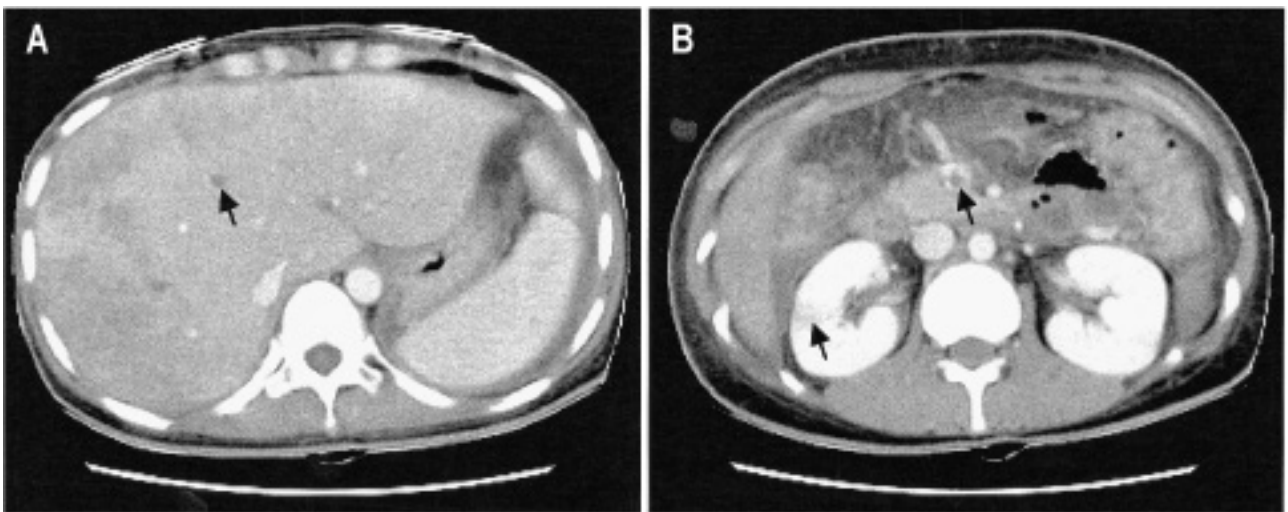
Abdomino-pelvic CT. Abdomino-pelvic CT shows diffuse inflammatory or infiltrative process involving liver, spleen, ascending colon and right kidney with low attenuated filling defects due to the thrombi in right hepatic vein (A) and superior mesenteric vein (B).
